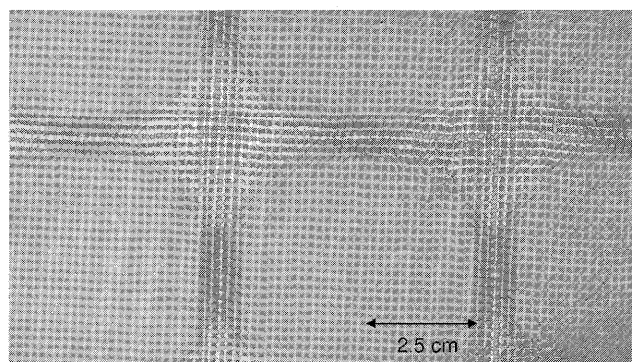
The deterioration of the intensifying screens reported in '78-'82 in this society. The protective layer of the intensifying screens was damaged and the surrounding area was dissensitized. This problem happened nationwide, especially in the screens installed in the X-ray TV systems.
